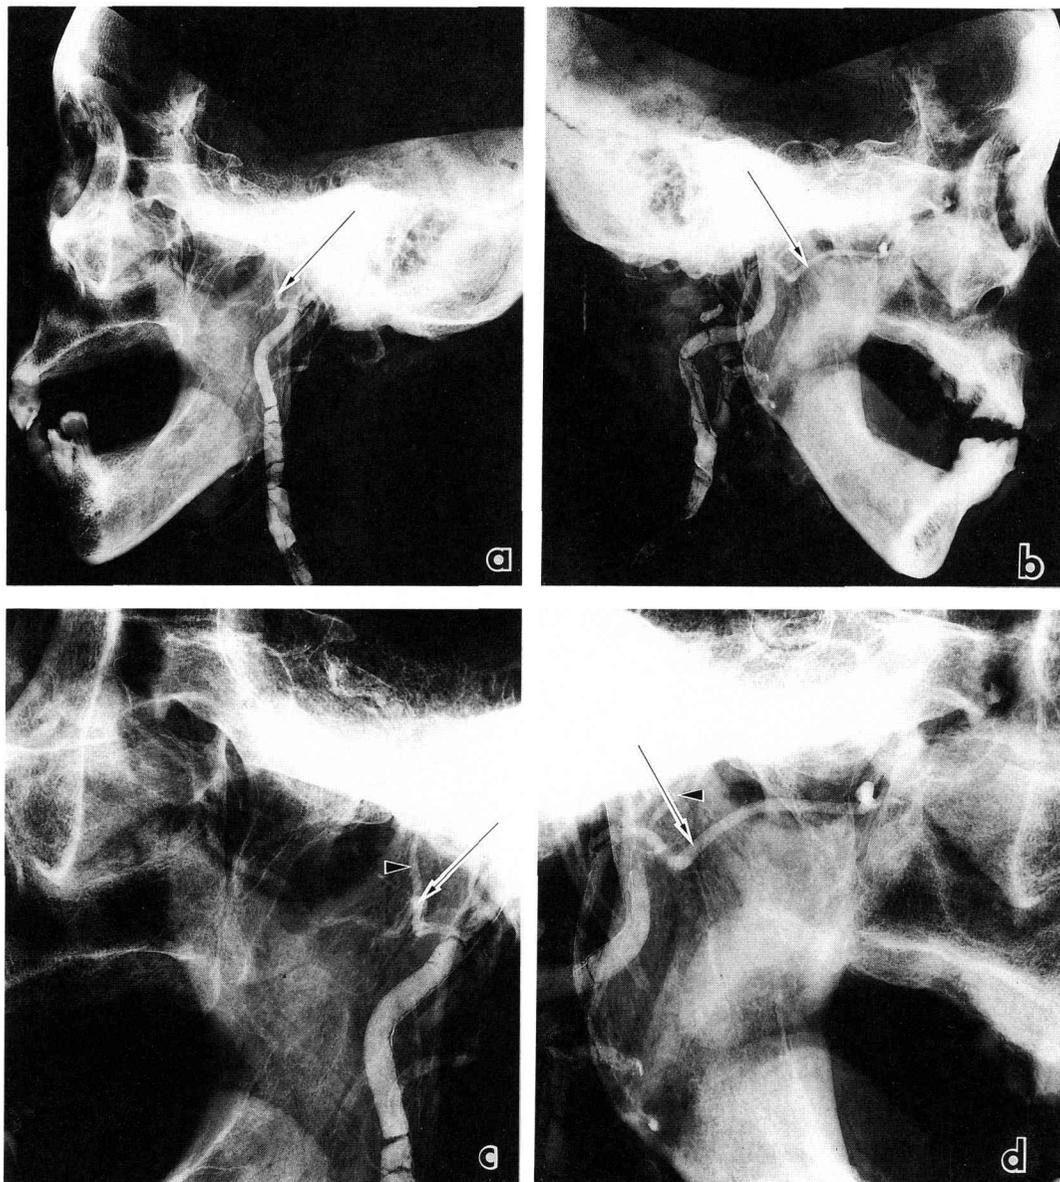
Roentgenography from the lateral direction using the contrast medium.
